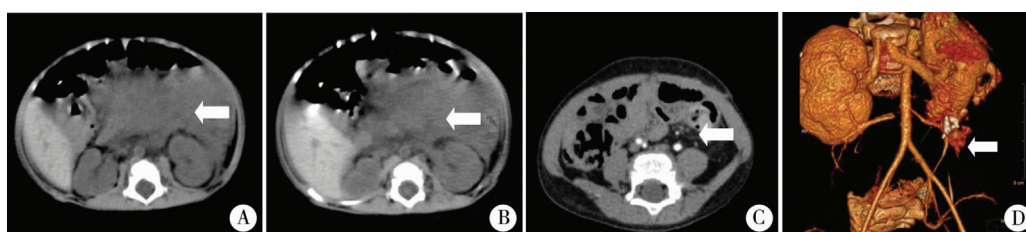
A、B两图中可见术前CT见肿物位于中腹部,考虑为肠系膜肿物;C、D两图中可见术后1年复查CTA见腹膜后少量斑片状强化影,有少量瘤体残留,血供来自于肠系膜下动脉
